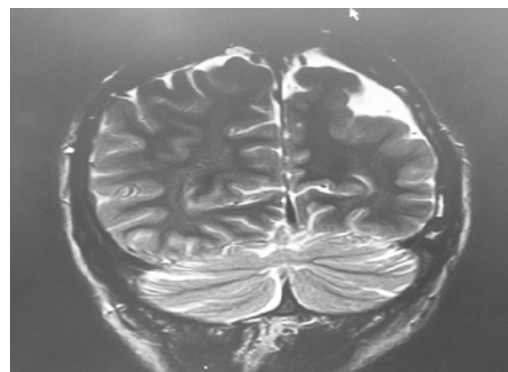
Данные магнитно-резонансной томографии головного мозга обследованного пациента: полимикририя
